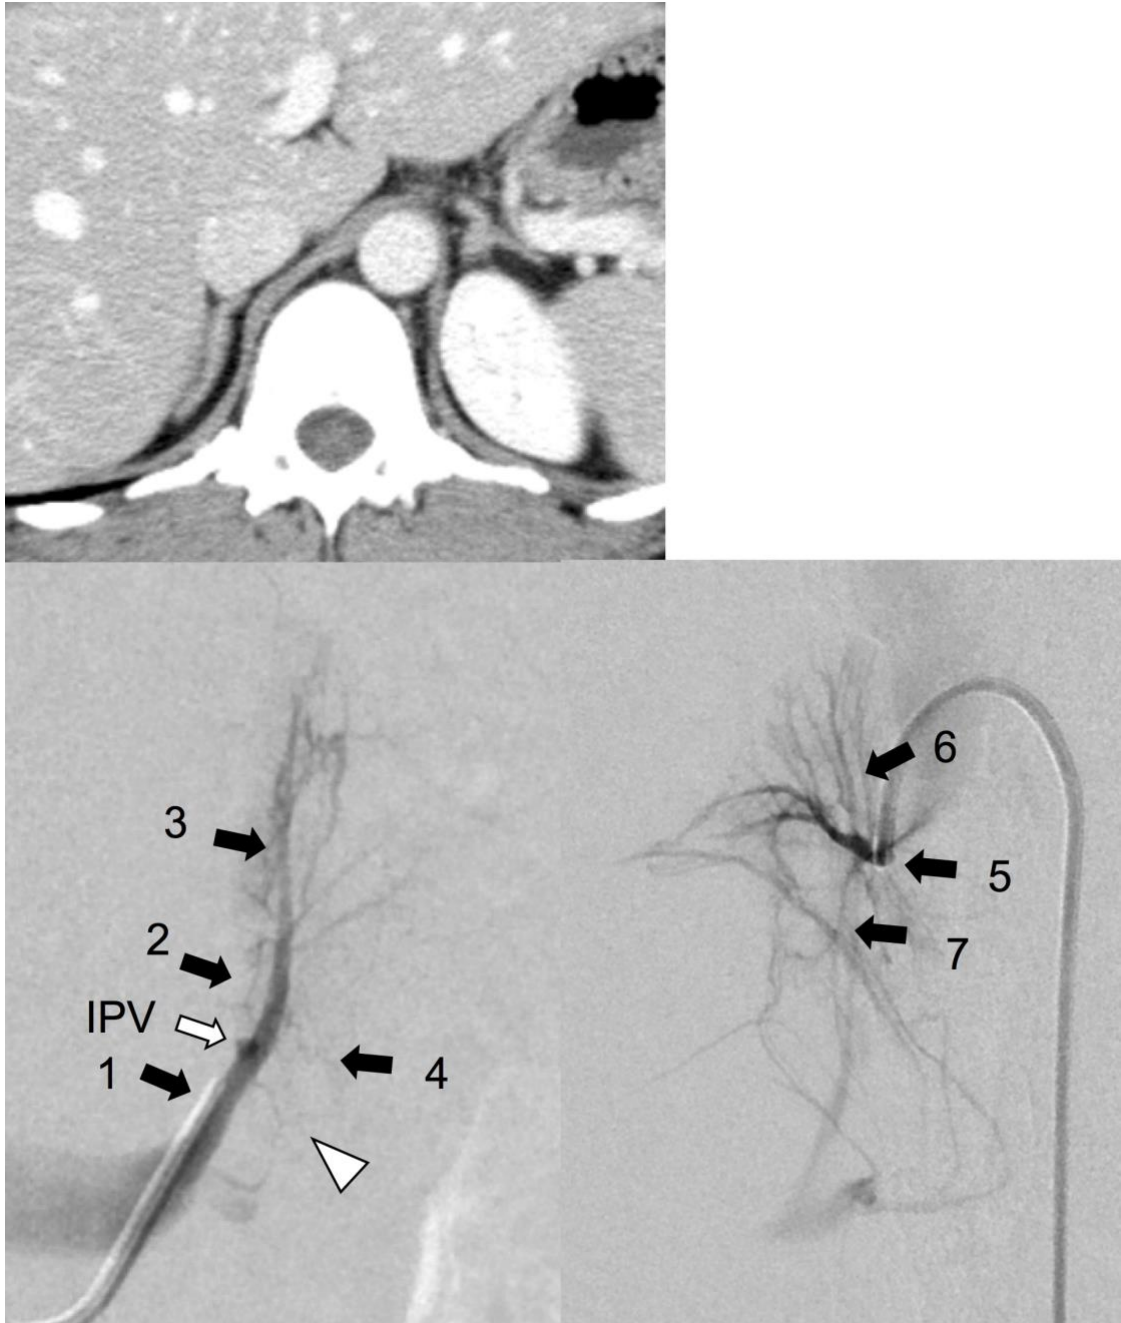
症例 3 の術前造影 CT と sAVS での左右副腎静脈採血部位
